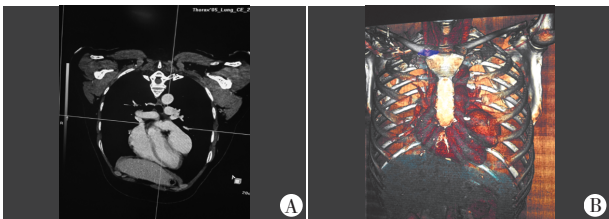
胸部增强 CT 冠状位三维重建图(A)及 VR 图像重建(B), 箭头示左心耳局部瘤样扩张
